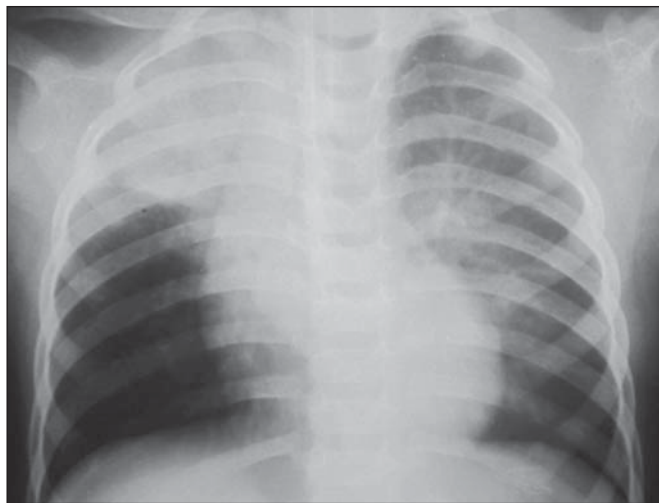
Menino de 18 meses de idade, previamente hígido, afebril, apresentou vômitos na recuperação de anestesia para sutura de ferida palpebral, evoluindo para insuficiência respiratória que requereu assistência ventilatória. Radiografia de tórax, incidência anteroposterior, demonstrando opacidades no lobo superior direito e no segmento superior do lobo inferior esquerdo, localizações usuais em aspirações que ocorrem em decúbito dorsal.
